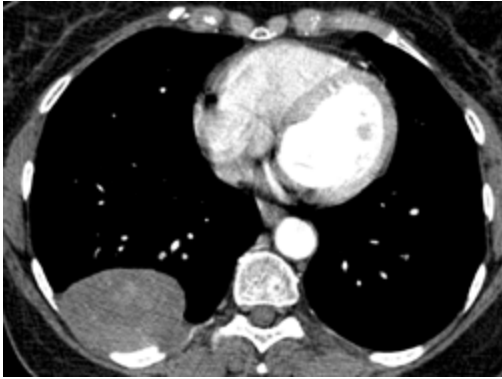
TDM : tumeur fibreuse de la plèvre.
